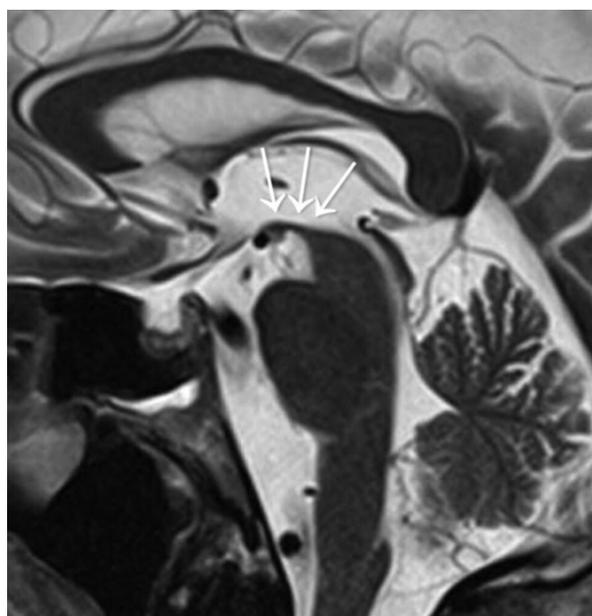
МРТ головного мозга: А — режим T1W (январь 2021 г.). МР-признаков атрофии среднего мозга не выявлено; Б — режим T2W (апрель 2022 г., T1W не было выполнено). Истончение вентральной части покрывки среднего мозга («признак колибри»)
